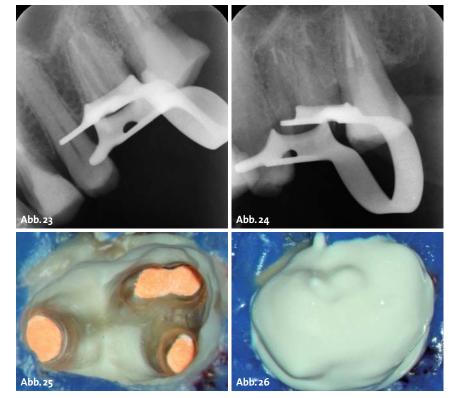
Röntgenkontrolle Downpack und MTA-PLugs. – Abb. 25: Backfill. – Abb. 26: Aufbaufüllung.
